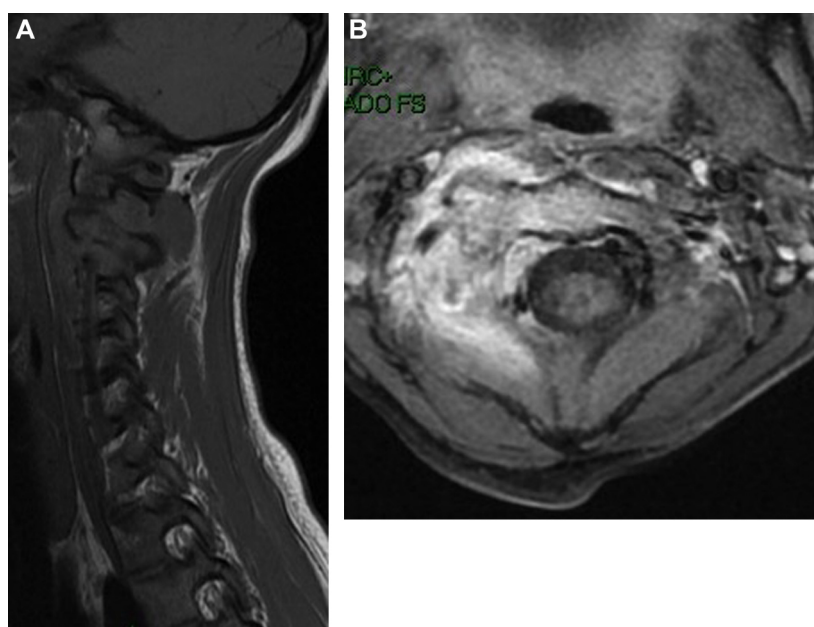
IRM avant traitement. A. Coupe sagittale, collection postérieure en regard de C2. B. Coupe axiale, hypersignal de C2 sans signe d'épidurite.
